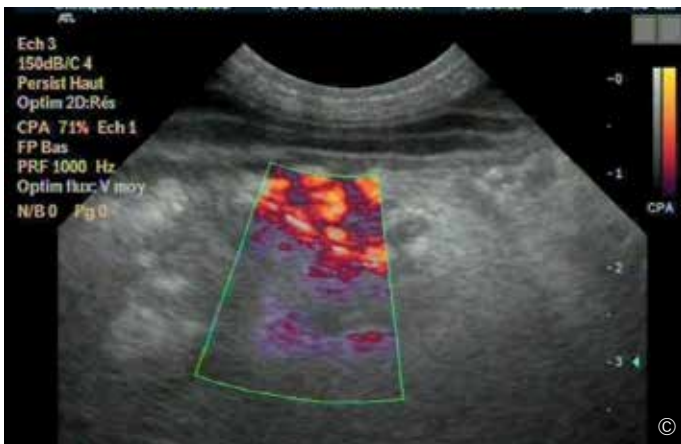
Farbdoppler-Sonographie des Pankreas mit Entzündungsherden
